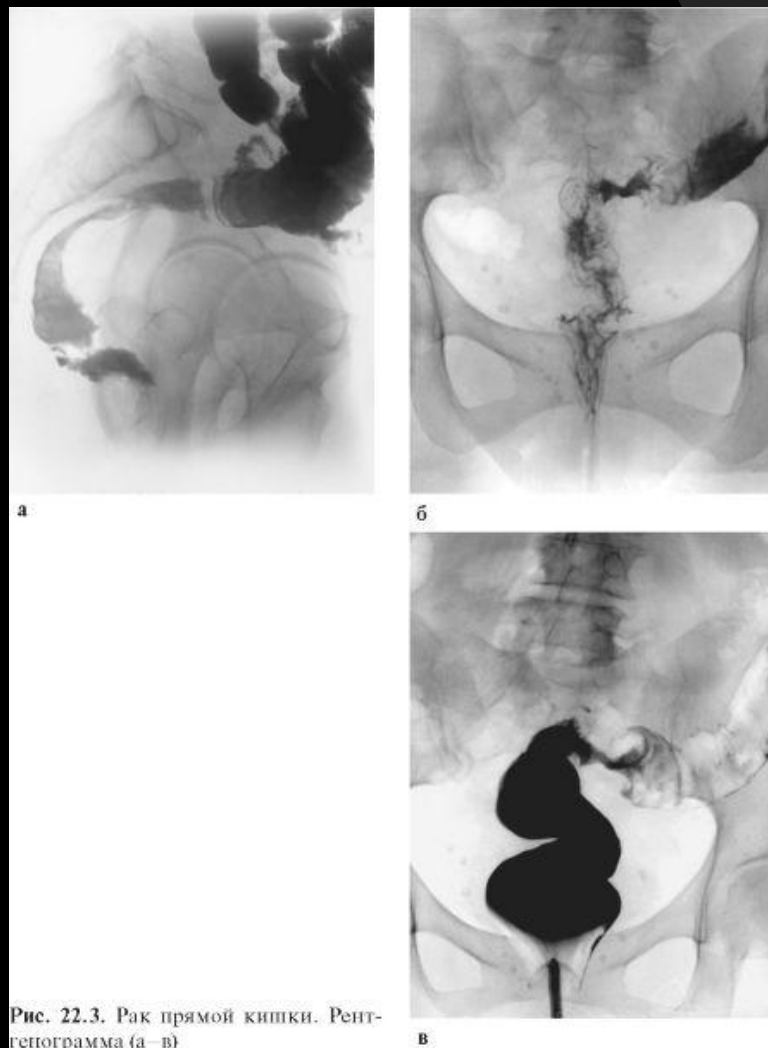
Рак прямой кишки. Рентгенограмма (а - в)
